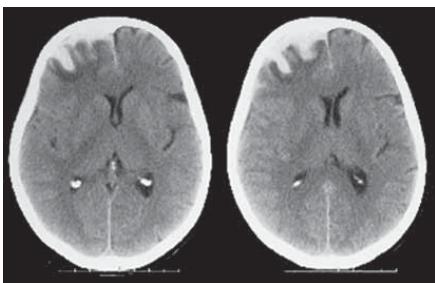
Imágenes de TAC correspondientes a un paciente que sufrió una hemorragia intracerebral en el postoperatorio inmediato de una endarterectomía.
